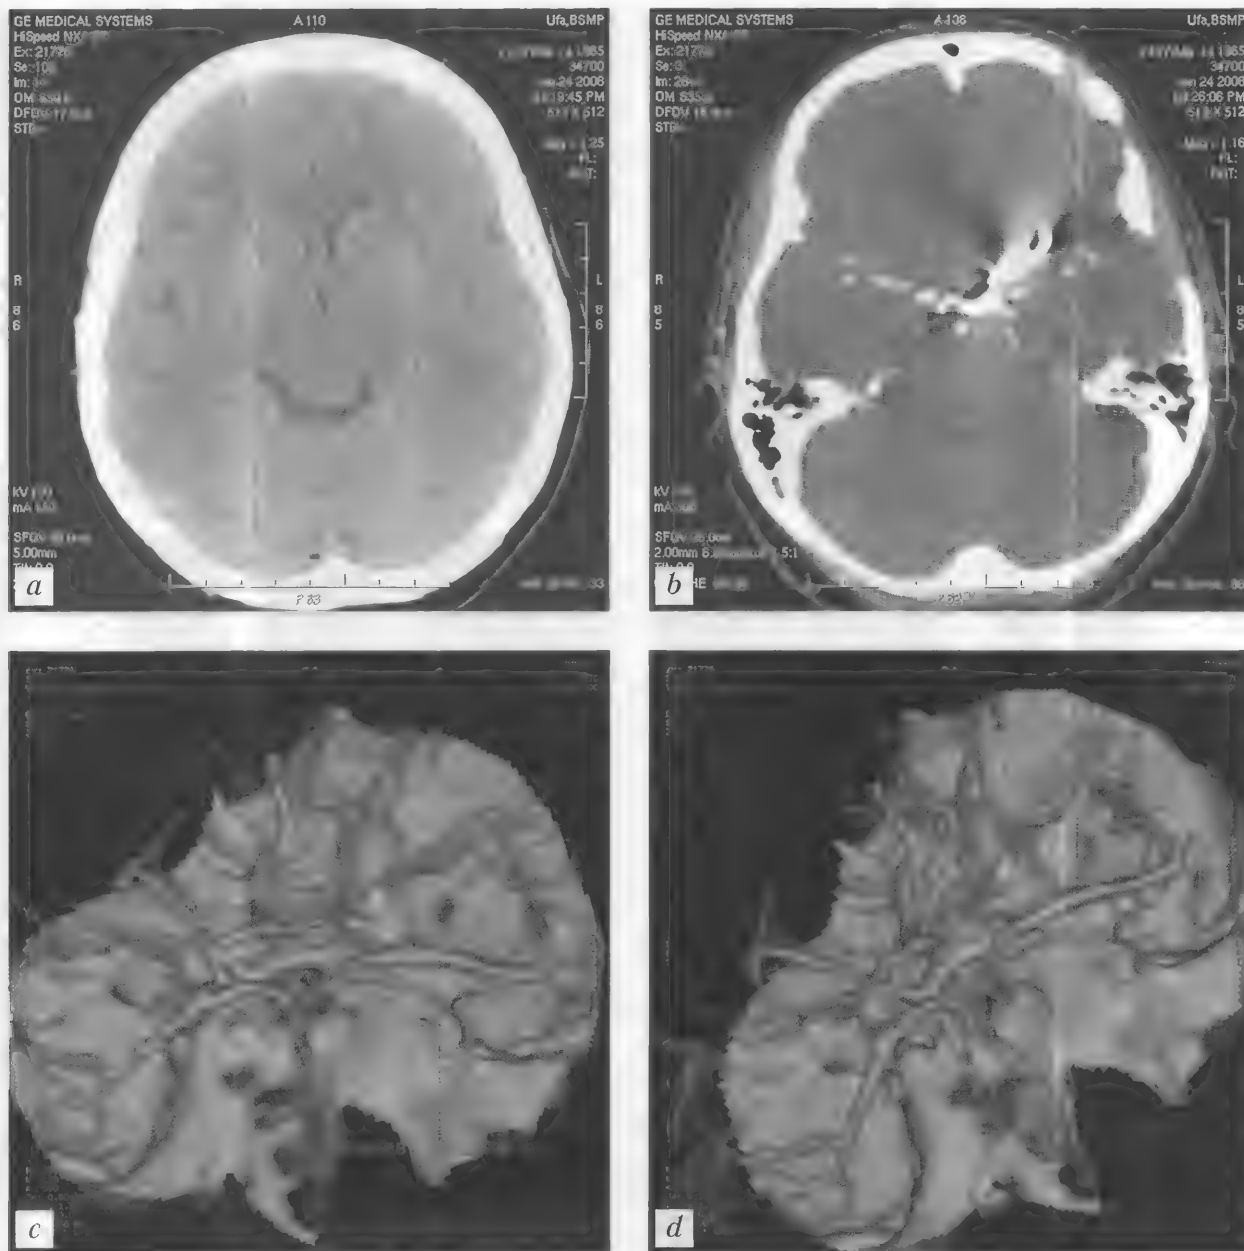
Больная Ж. (тот же случай). Контроль через 2 года после оперативного лечения (клипирование аневризмы передней соединительной артерии): КТ (в/в контрастирование) — *a*; КТ (болюсное контрастирование) — *b*; СКА — *c, d*
